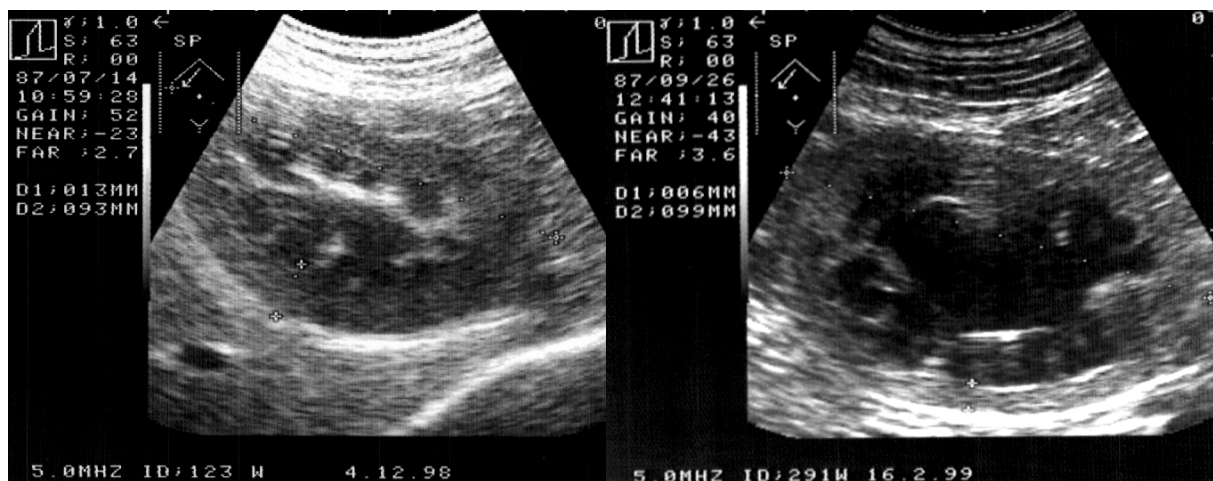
Vergleichende Nephrosonographie: links nach Stent-Implantation, rechts ohne Stent
